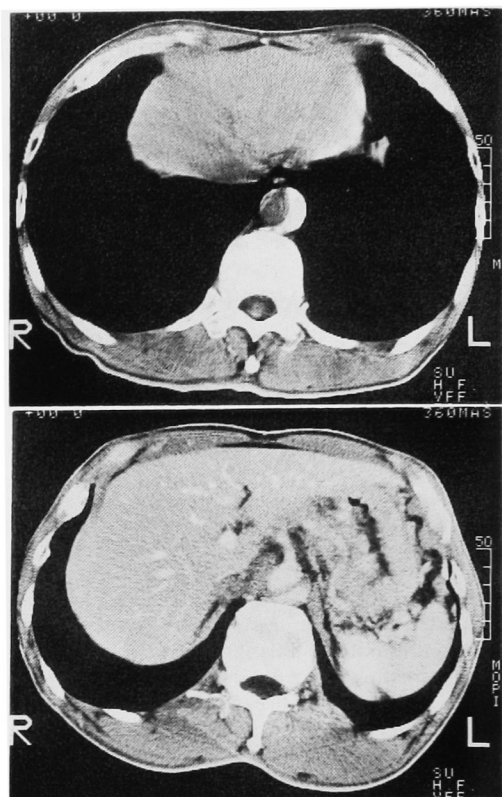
CT on April, 20. Dissection of thoracic aorta and abdominal aorta was observed.
